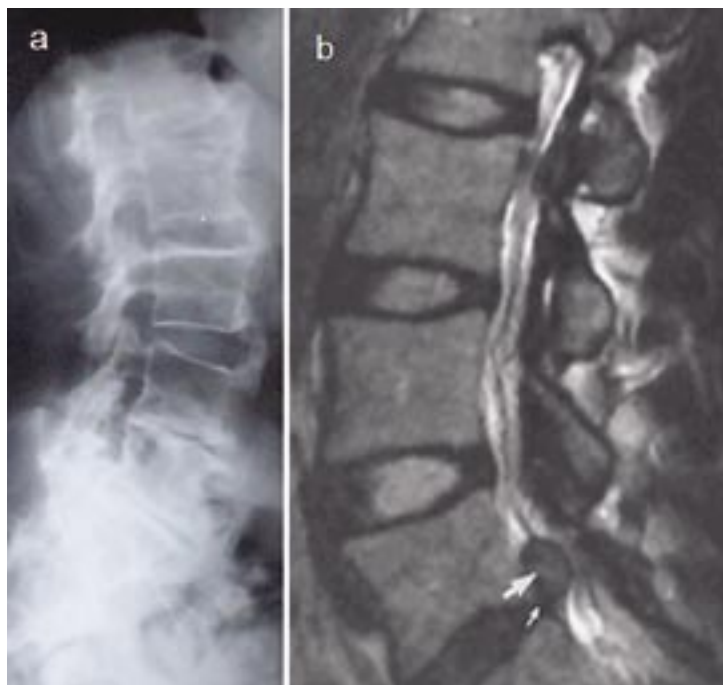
a) Radiografía simple en vista lateral de un paciente con espondiloartritis secundaria a hiperostosis esquelética difusa idiopática (DISH). b) Corte sagital T2, hernia de disco L5-S1
